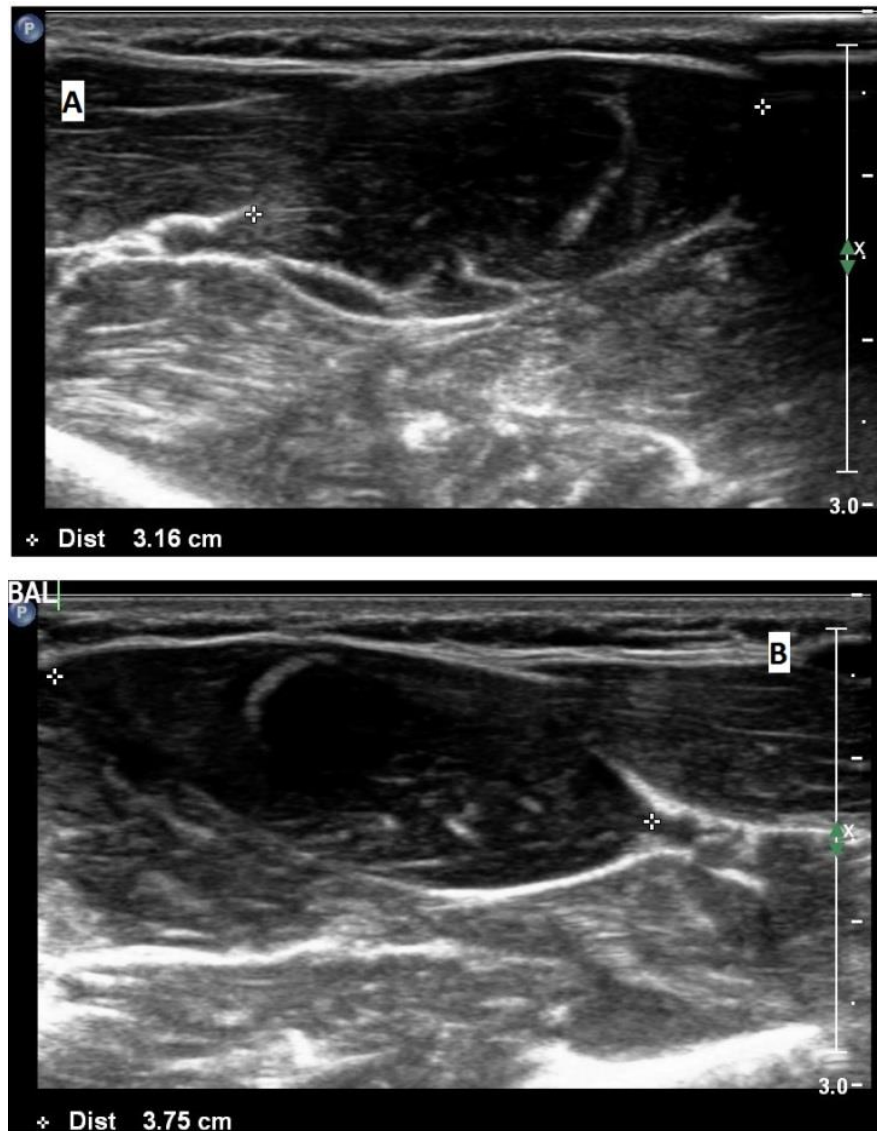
Ultrasound image showing the PLM in the right (A) and left (B) forearm at its widest part.
